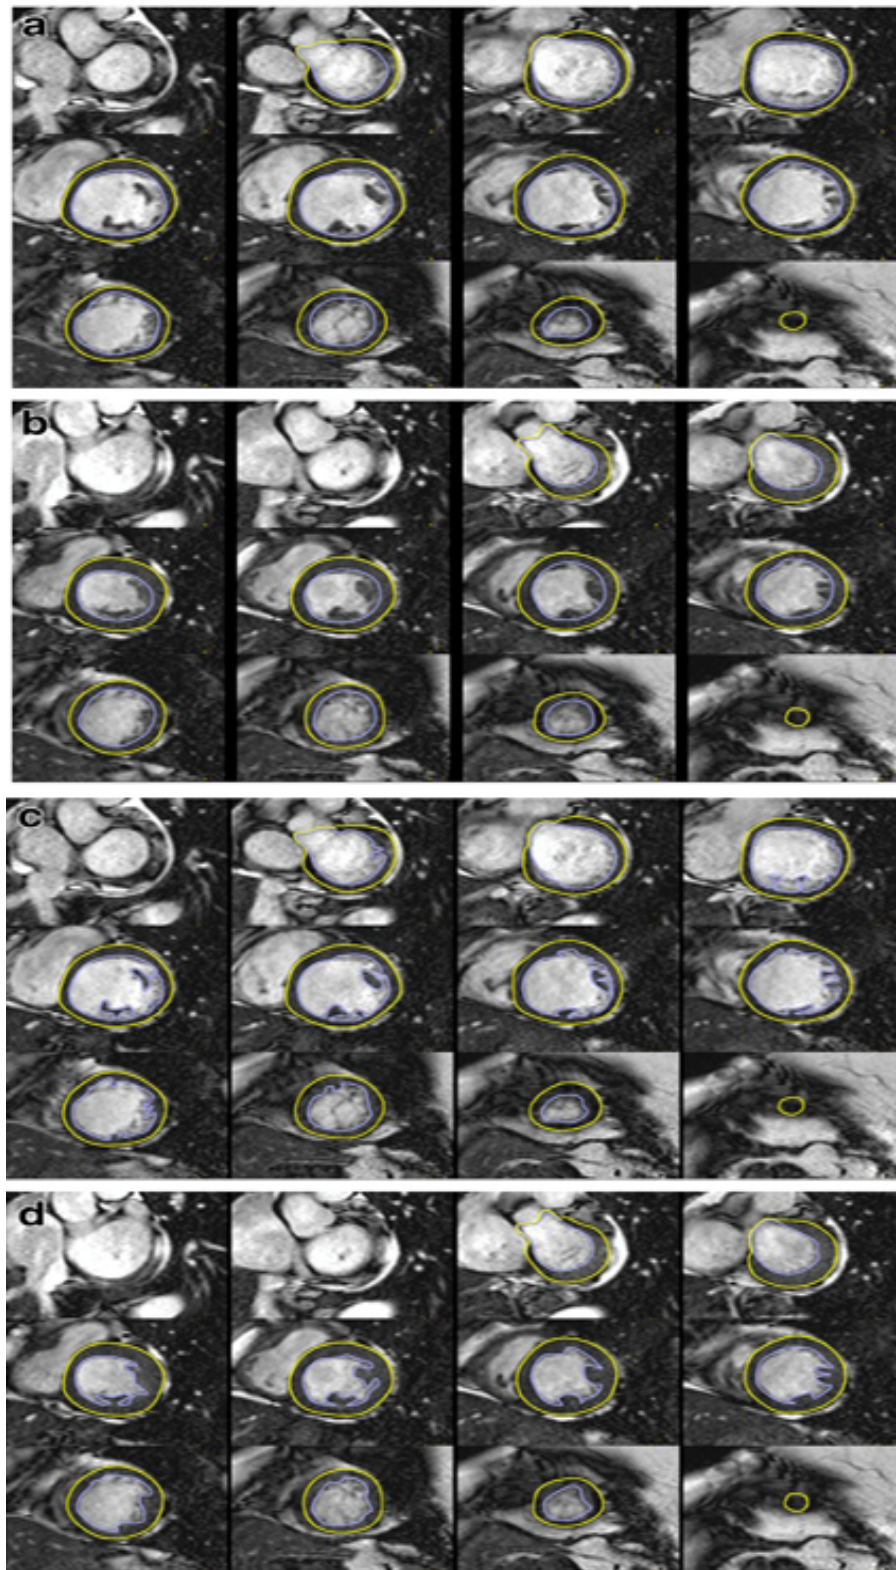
Se observa cómo a partir de un plano de cuatro cámaras se realizan cortes de un grosor determinado y a diferentes niveles completando las adquisiciones para la cuantificación de la función ventricular por RMN.
